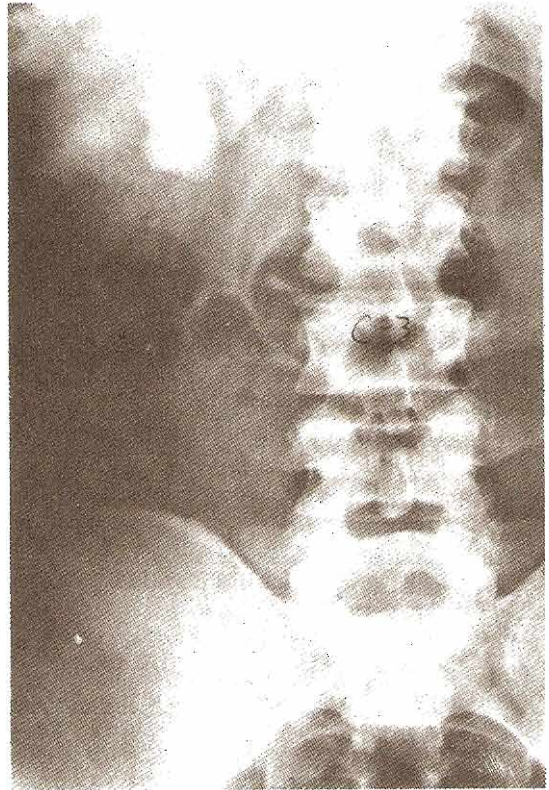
Radiografía abdominal exploratoria en donde se observa un cálculo derecho de cistina. Nótese la apariencia de vidrio esmerilado con bordes lisos.
